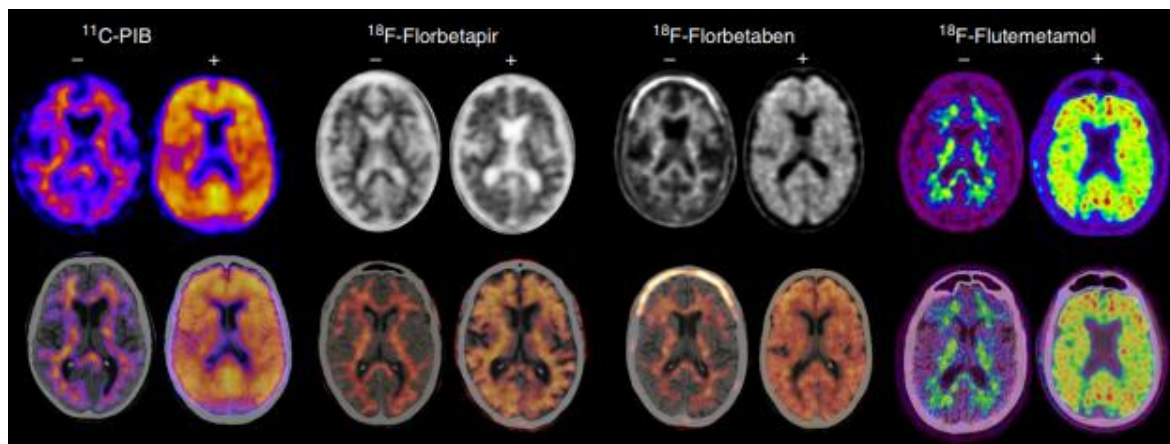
Arriba: imágenes PET. Abajo: imágenes fusión PET/TC. Negativas (-) y positivas (+) para la presencia de proteína β amiloide cortical realizadas con diferentes radiofármacos. De izquierda a derecha: ¹¹C-PiB, ¹⁸F-florbetapir, ¹⁸F- florbetaben y ¹⁸F-flutemetamol. Tomada de ⁽⁴⁰⁾.
